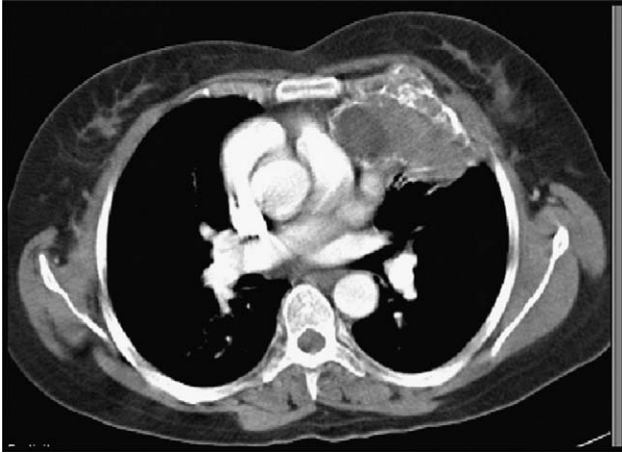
Imagen de TC torácico que objetiva gran masa expansiva (83×41 mm), que depende del arco anterior de la 3.^a costilla izquierda, con atenuación de partes blandas, contenido quístico y calcificaciones periféricas.
